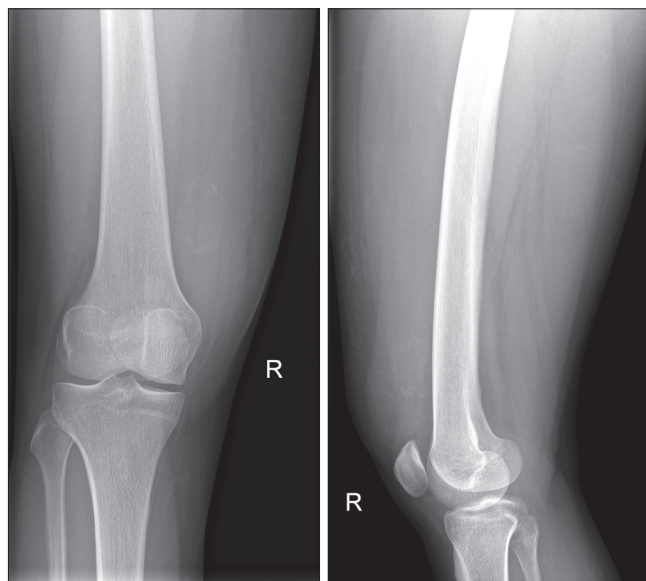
Рентгенография в прямой (1.1) и боковой (1.2) проекциях
